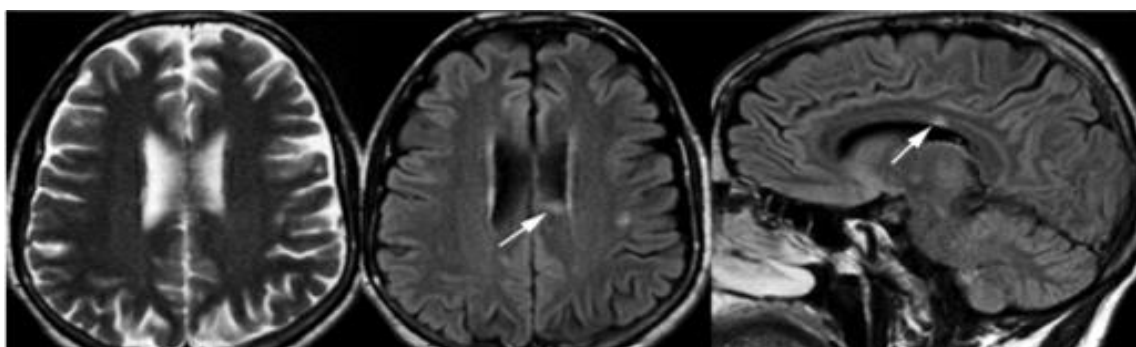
Exemplos de modalidades de Aquisição de RM com lesões de EM realçadas.
